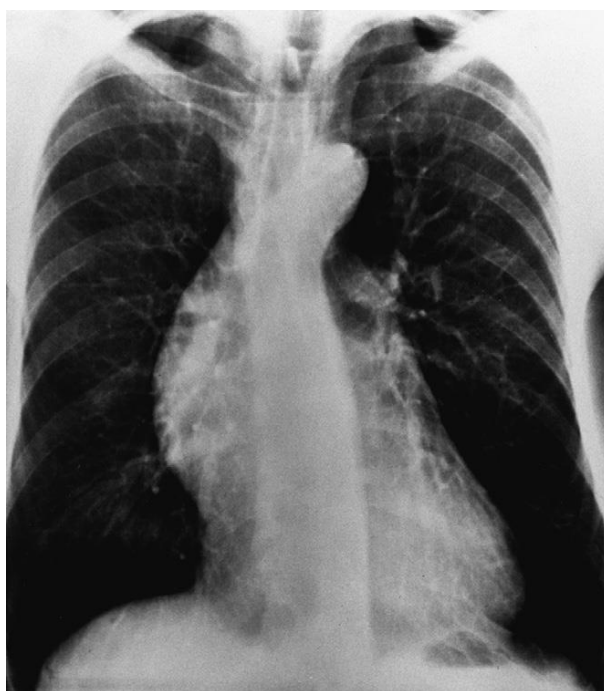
Radiografía de tórax en un paciente con aneurisma aórtico (imagen obtenida de Kirklin/Barratt-Boyes Cardiac Surgery, 4th Edition¹). Imagen típica convexa en el margen derecho de la silueta cardíaca en la proyección postero-anterior
